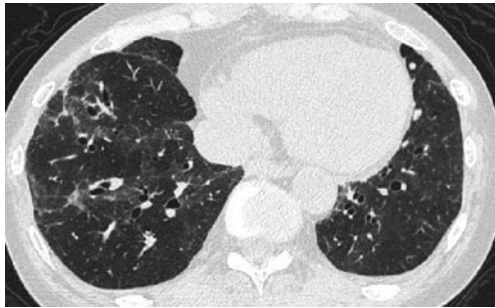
初診時胸部高分解能CT (highresolution CT : HRCT). 右下葉優位に両側下葉に気管支血管束周囲に拡がるすりガラス様陰影と末梢気管支の牽引性拡張を認めた。
